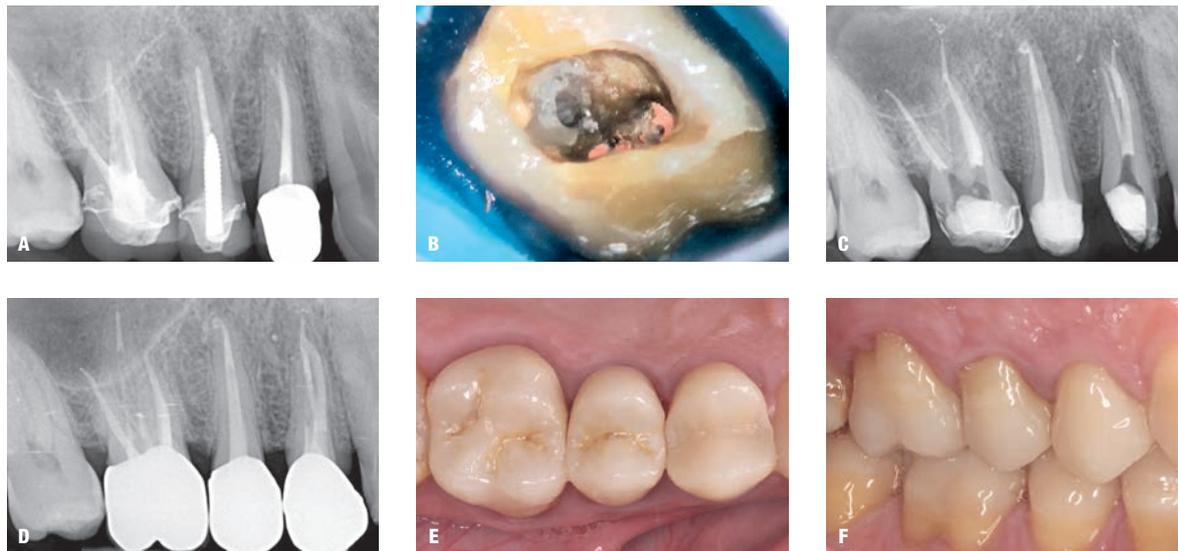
(a) Radiografia preoperatoria di un primo molare superiore di destra da ritrattare che evidenzia la presenza di un perno in fibra nel canale palatino. (b) Immagine clinica della cavità di accesso che evidenzia la presenza del perno in fibra di vetro nel canale palatino. (c) Radiografia postoperatoria dopo il ritrattamento. (d-f) Radiografia di controllo e immagini cliniche a distanza di 4 anni dai ritrattamenti.
